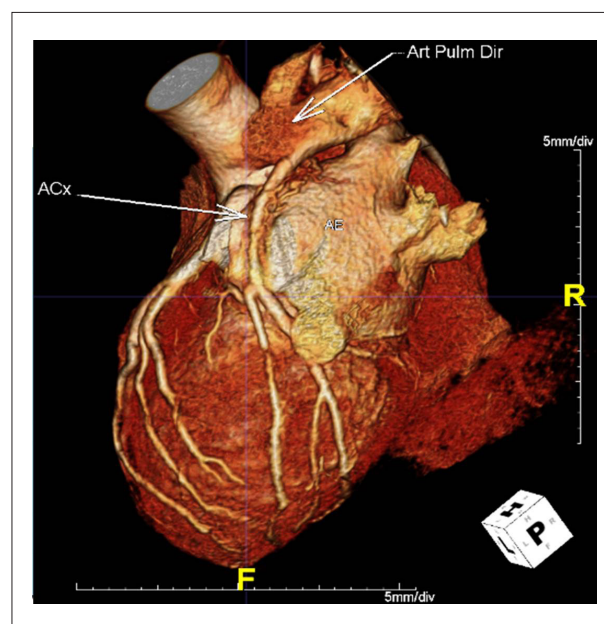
Tomografia mostrando a origem anômala da circunflexa e seu trajeto.
